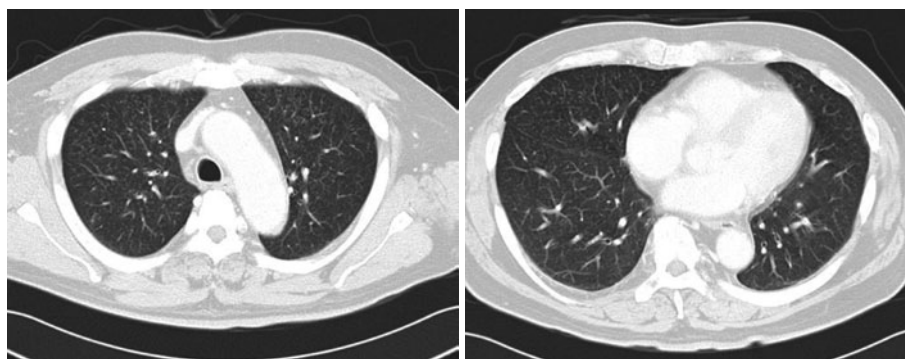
2008年12月, 呼吸器内科・アレルギー科初診時の胸部CT. びまん性播種状に小葉中心性小粒状影を認める. 分布は上葉優位であり下葉にかけて疎である.
